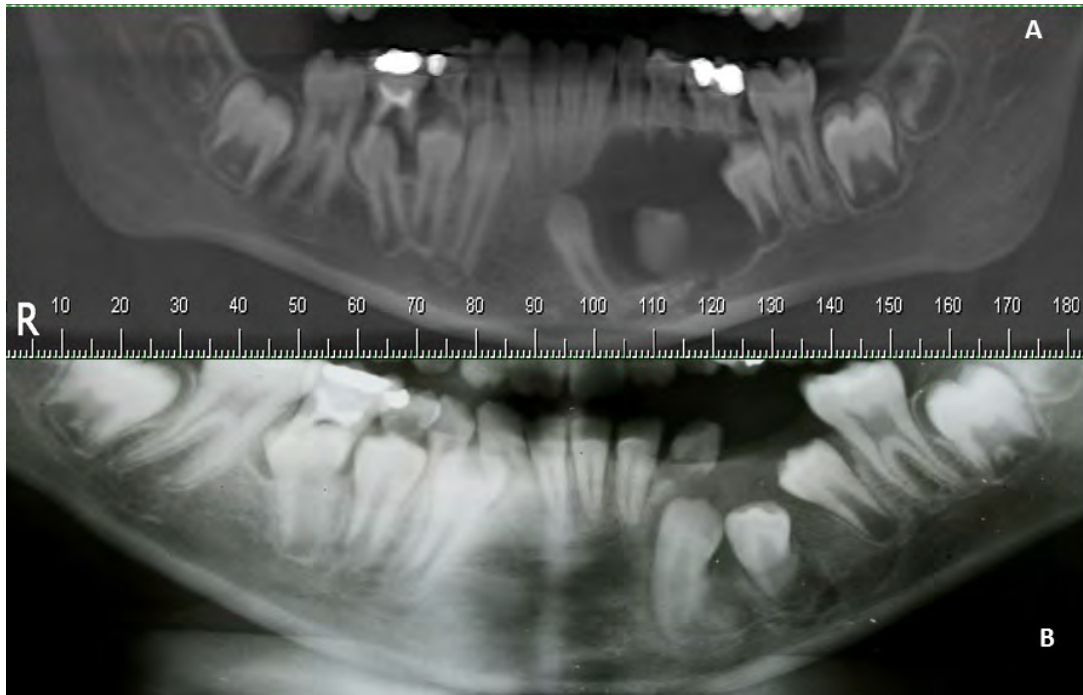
A: Tomografía computarizada. B: Radiografía panorámica. Pos-operatorio de 5 meses. Movimiento de los gérmenes dentales en posición de erupción y neoformación ósea.
